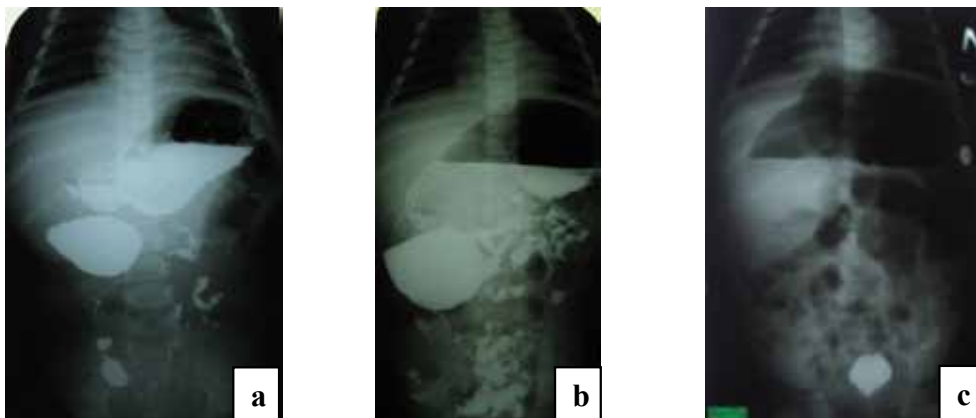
Radiografia abdomenului în poziție ortostatică, cu contrastarea tractului digestiv: a) 3 ore, b) 9 ore, c) 24 ore
